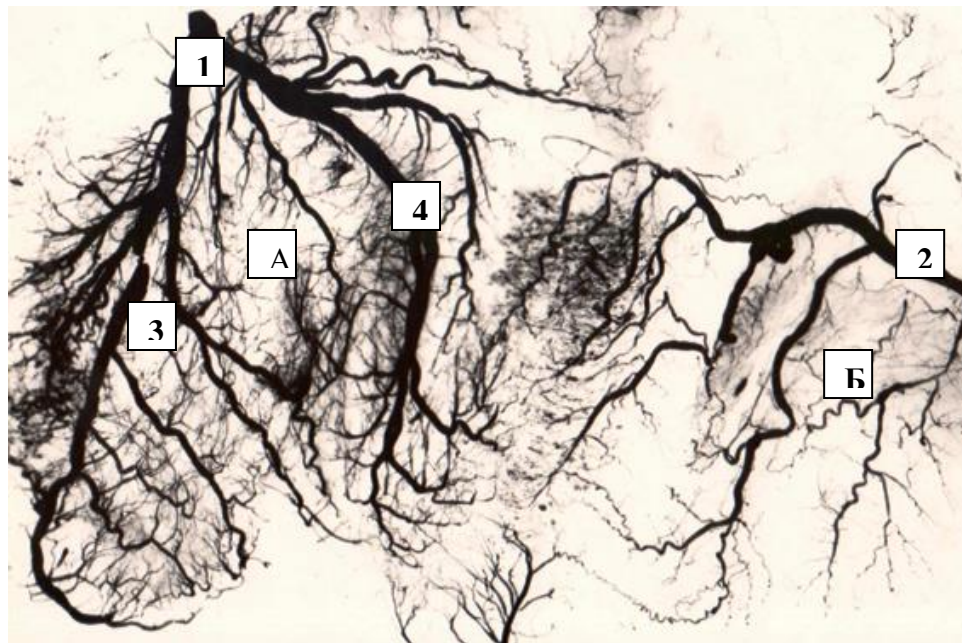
Структурні зміни вінцевих артерій у лівому (А) та правому (Б) шлуночках легеневого серця свиней-самців в'єтнамської породи (розгорнуте серце) з лівовінцевим типом кровопостачання. Ангіорентгенограма. Зб.: х 2. Умовні позначення: 1 – ліва вінцева артерія; 2 – права вінцева артерія; 3 – передня міжшлуночкова гілка; 4 – задня міжшлуночкова гілка; А – лівий шлуночок; Б – правий шлуночок.
